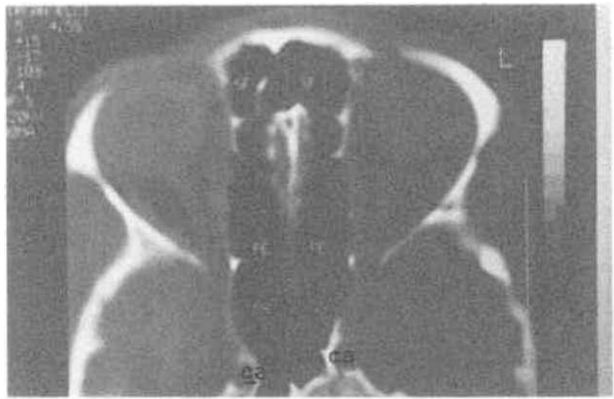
Processus pterygoideus'lardan geçen frontal CT kesitinde sinüs sphenoidalis ile ilişkide olan varyasyonlar on Onodi hücresi; v sinüs sphenoidalis tabanında ve kemik bir kanal içinde " nervi Vidii "
